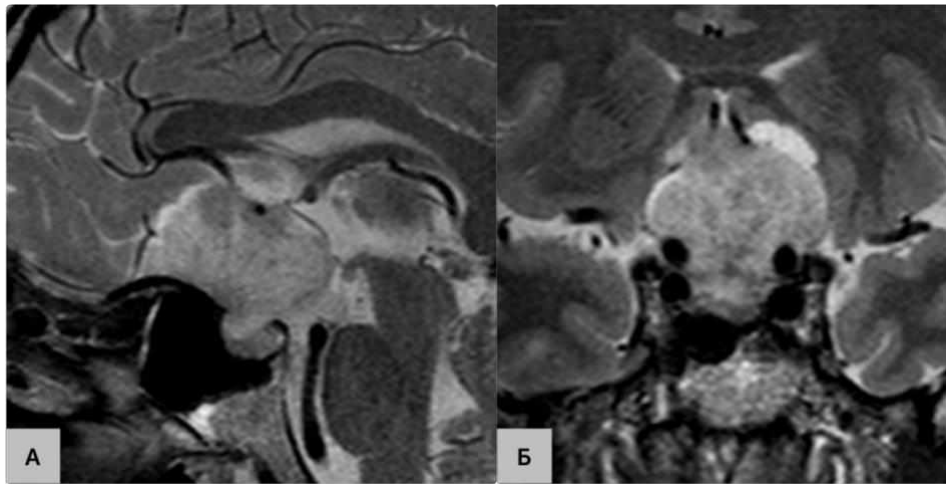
МРТ головного мозку (А – режим Т2 без в/в підсилення, сагітальна проекція, Б – режим Т2 без в/в підсилення, коронарна проекція) за 2021 рік.
